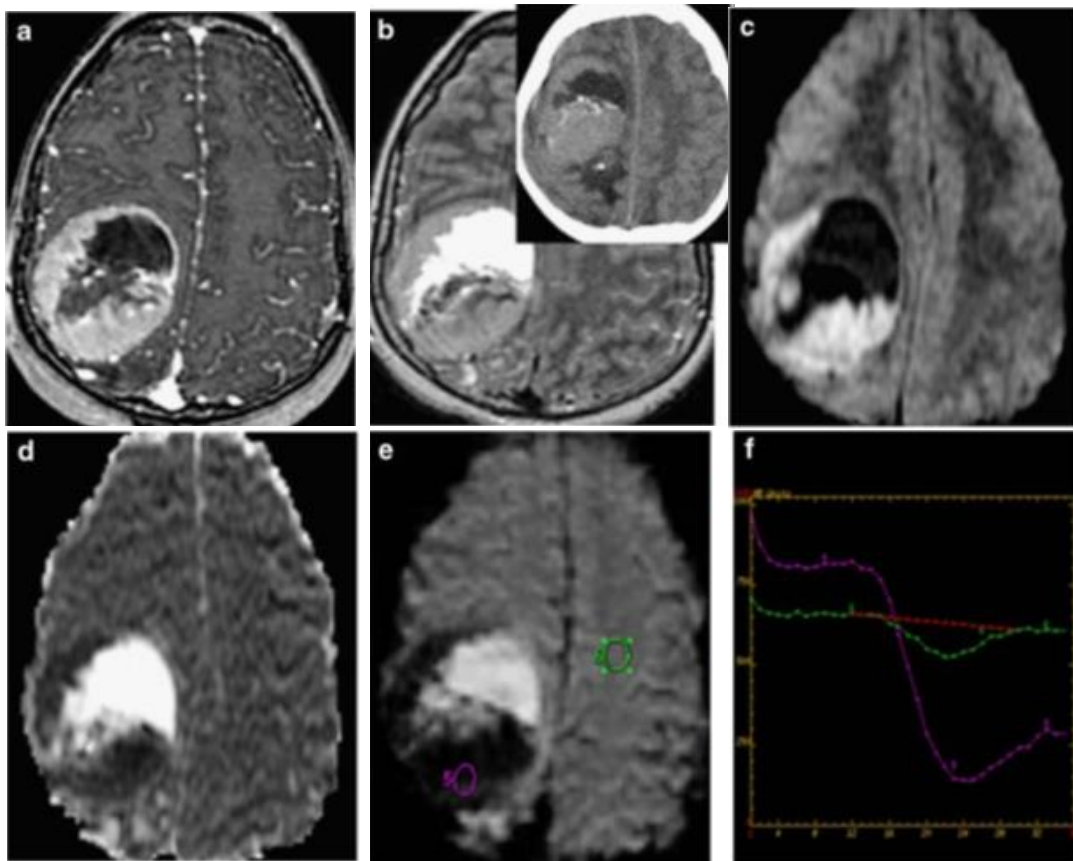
IRM d'un épendymome supratentoriel¹[80].
